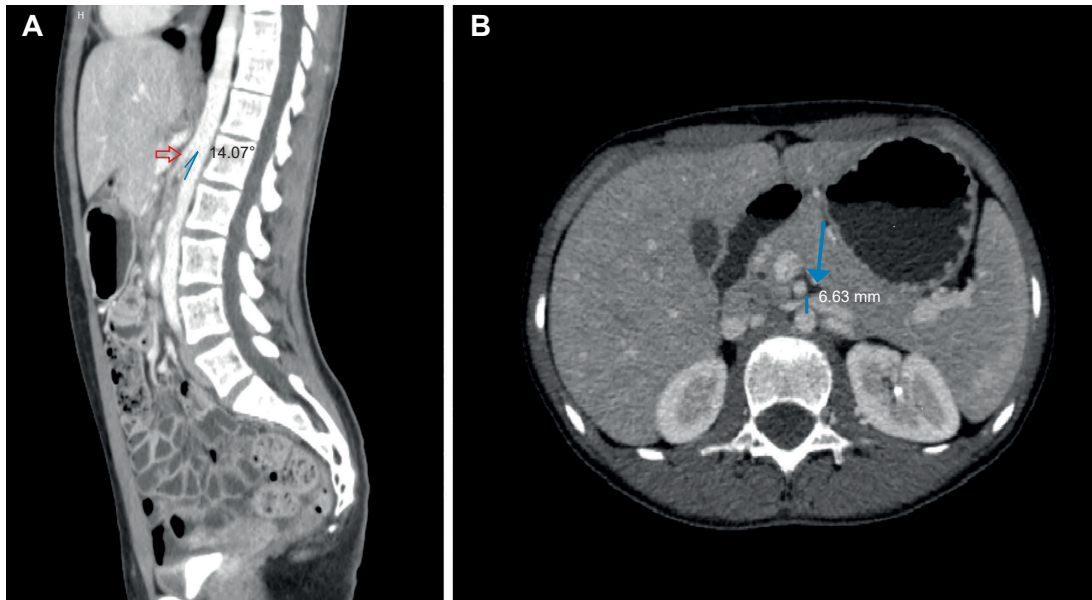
Tomografía computarizada de abdomen contrastada. A) Reconstrucción en plano sagital en el cual se aprecia una disminución del ángulo aortomesentérico de $14,5^\circ$. B) Reconstrucción en plano axial donde se observa una reducción en la distancia aortomesentérica de 6,8 mm. Fuente: tomada por los autores.
